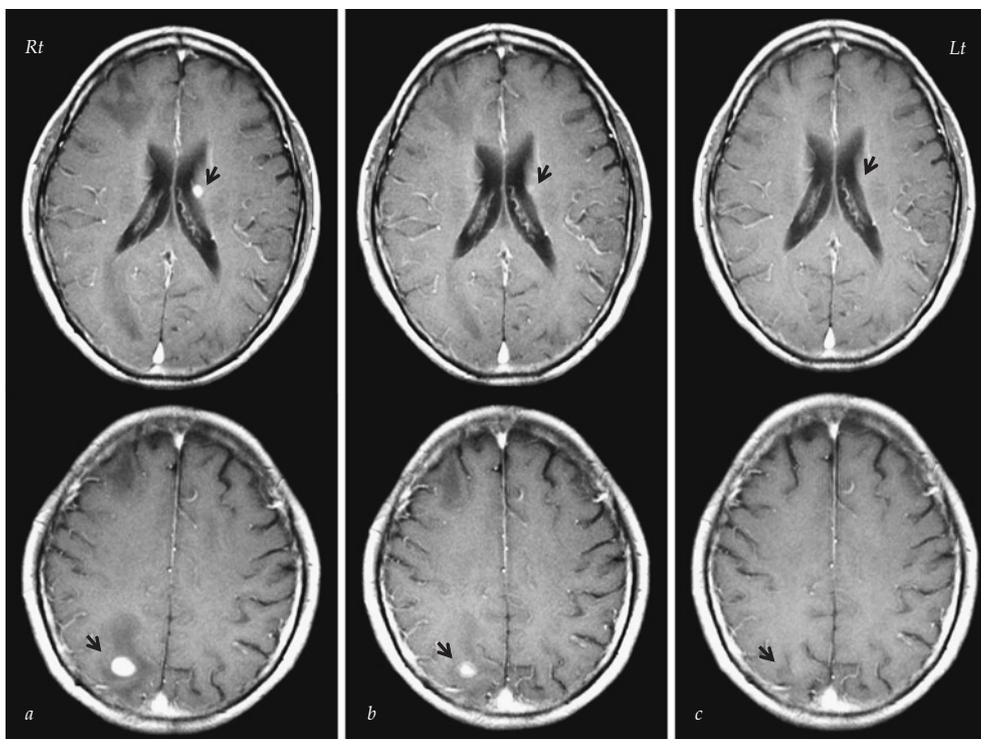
Axial T1-weighted magnetic resonance images of the brain with Gd-DTPA contrast: on admission (a), 12 days (b) and 4 months after taking parenteral trimethoprim-sulfamethoxazole (TMP-SMX) (c), showing details of the lesion.
